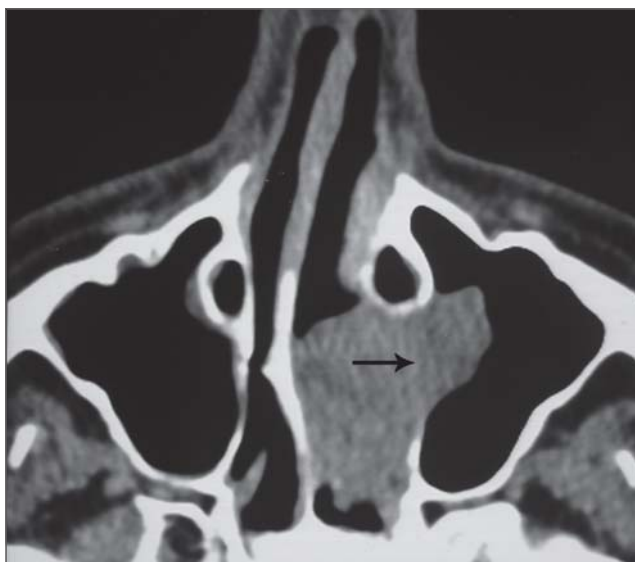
Tomografia computadorizada de seios paranasais em corte axial, mostrando massa ocupando óstio do seio maxilar esquerdo, estendendo-se para seio maxilar e cavidade nasal (seta).
